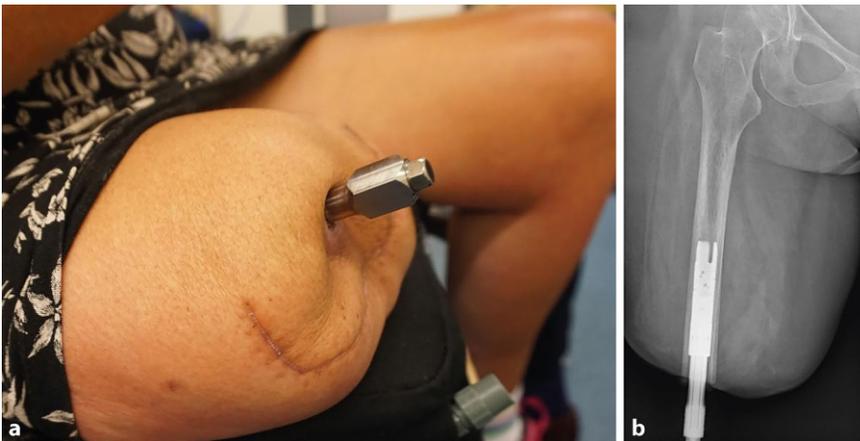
▲ a Amputationsstumpf nach durchgeführter Osseointegration; b das Röntgenbild zeigt die Fixierung des Implantats im Femur
